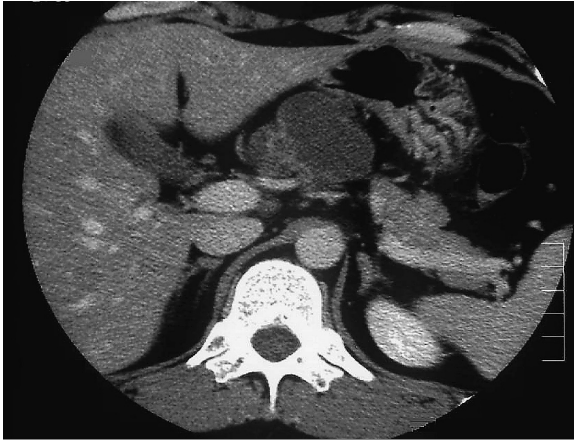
a CT scan revealed polycystic lesions in the body of pancreas with relatively thick wall and septum, but without solid lesion.
